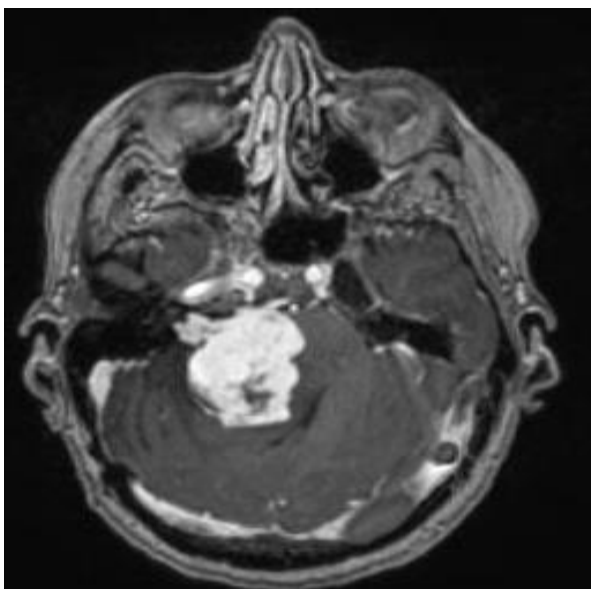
МРТ перед второй операцией.
